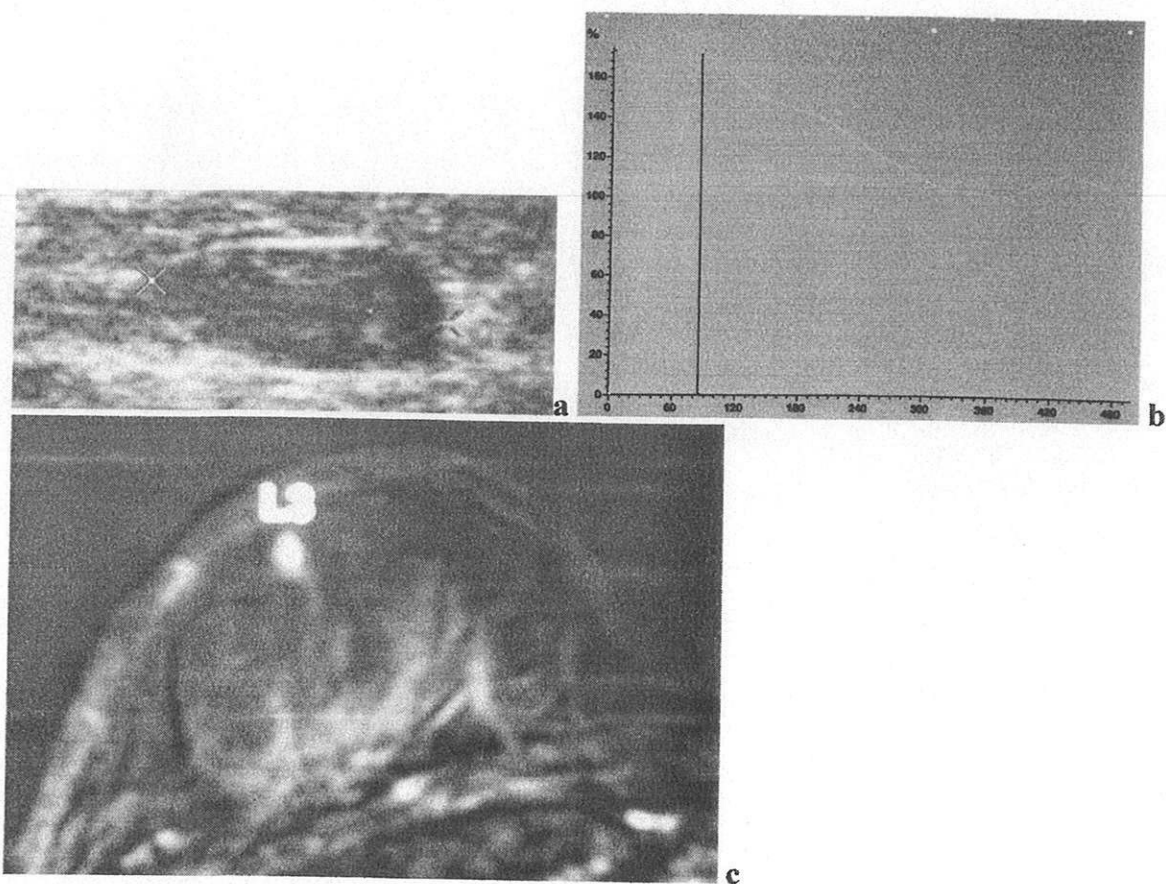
l'IRM mammaire de la patiente n° 9 individualisait un épaississement et un rehaussement de la plaque aréolaire, un rehaussement mammaire diffus.
